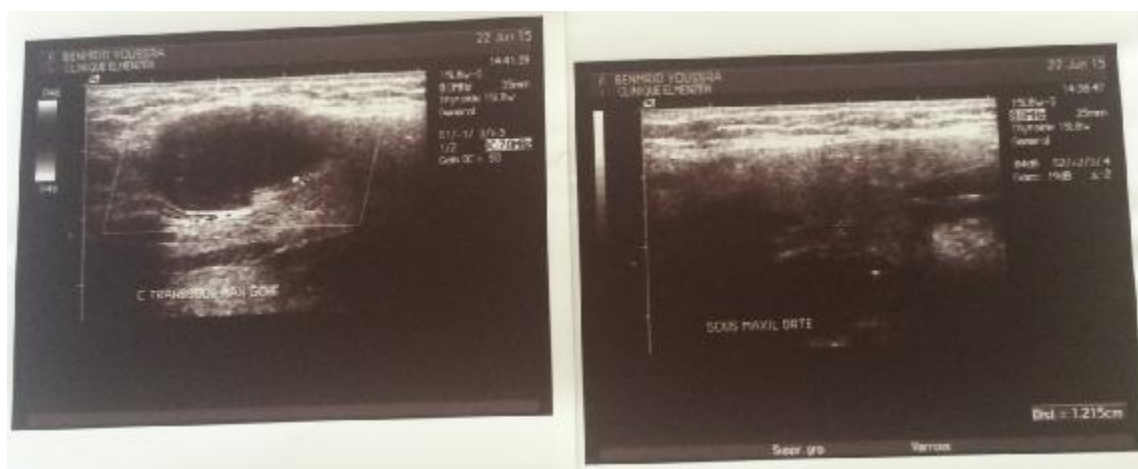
Image échographique montrant une masse solide faisant corps avec la glande sous maxillaire gauche évoquant un adénome pléiomorphe.
